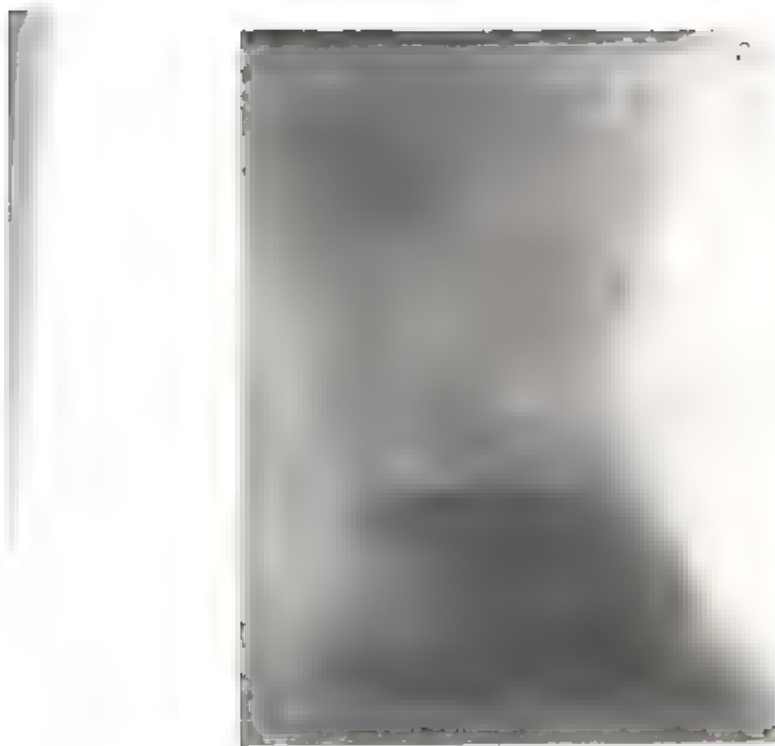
Рентгенограммы желудка исследуемого Д.
